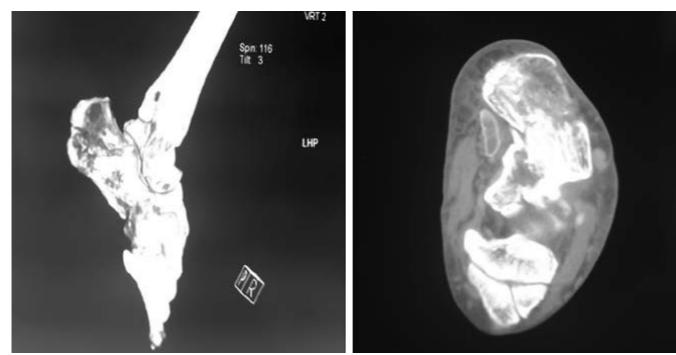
б. Магниторезонансная томография пятой кости той же больной. Через 1 месяц после травмы и введение КоллапАн-геля. Костная мозоль удовлетворительная.
